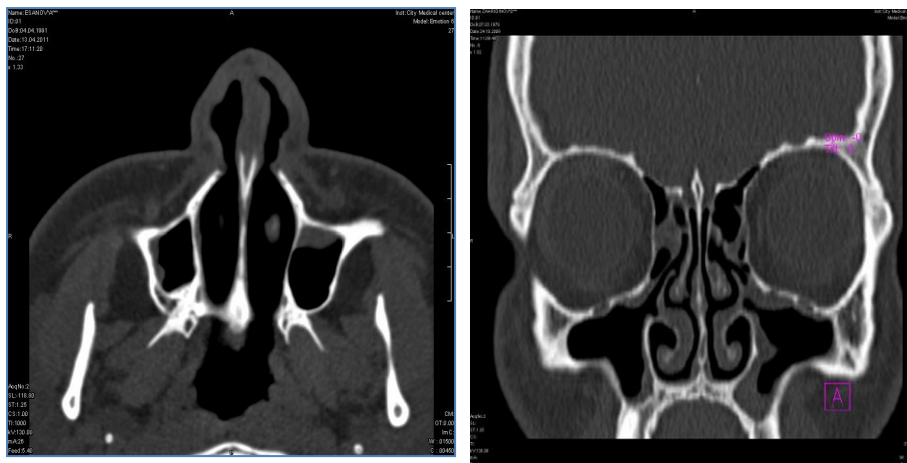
КТ носа и ОНП больного Н 21г после операций (участки просветления на перегородке носа соответствуют местам резекции костной или хрящевой ткани перегородки).
